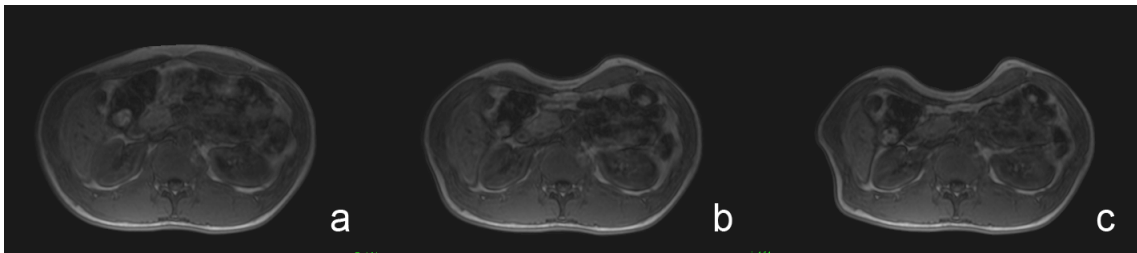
同一スライスの MRI 断層像による腹部領域の圧迫変形の様子． a から c の順に外力の変化による圧迫の様子を示す．
